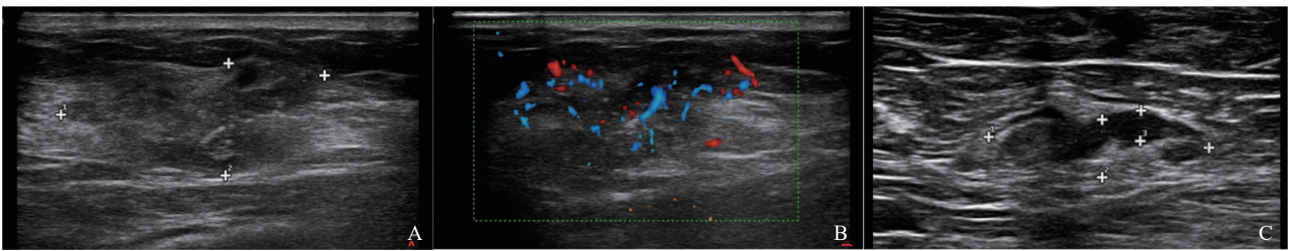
典型病例1(患者,女性,39岁,腋窝淋巴结阳性)肿块的超声图像
